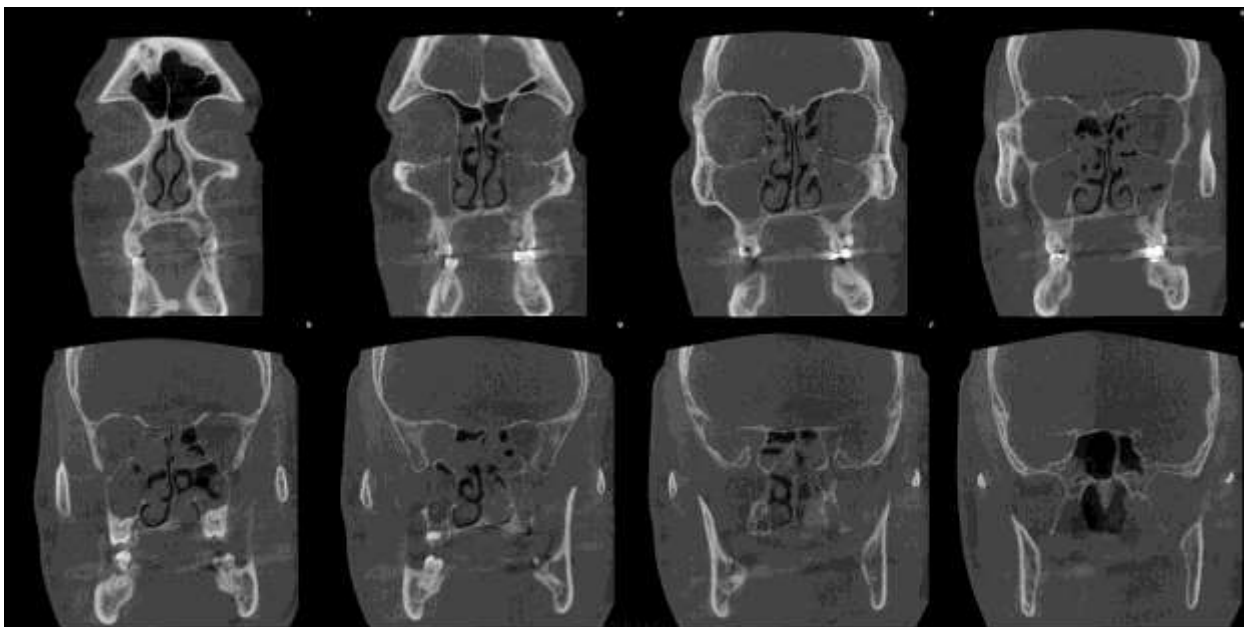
Компьютерная томограмма носа и околоносовых пазух больного с хроническим полипозным риносинуситом (портал радиологов RADIOMED)
